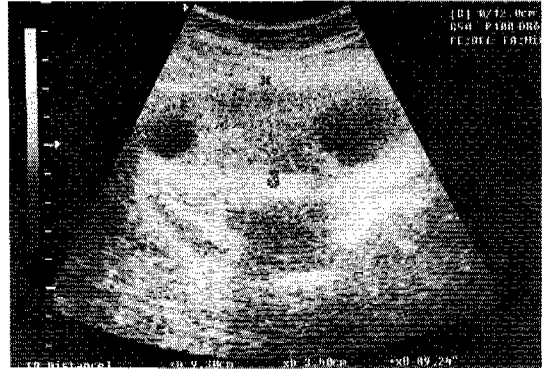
Ultrasonography shows markedly enlarged right ovary with two peripherally located enlarged follicles, about 9.24x3cm in size.
